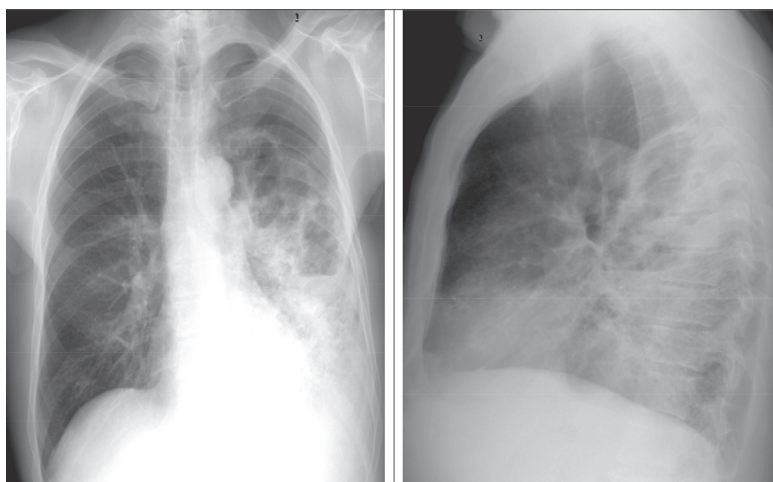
Рентгенография органов грудной клетки (21.02.2016): высокоинтенсивное, неоднородное, с множественными полостями распада, буллезного вздутия и горизонтальными уровнями, затемнение в нижней доле и язычковых сегментах слева, на фоне которого левый купол диафрагмы и синусы не дифференцируются
